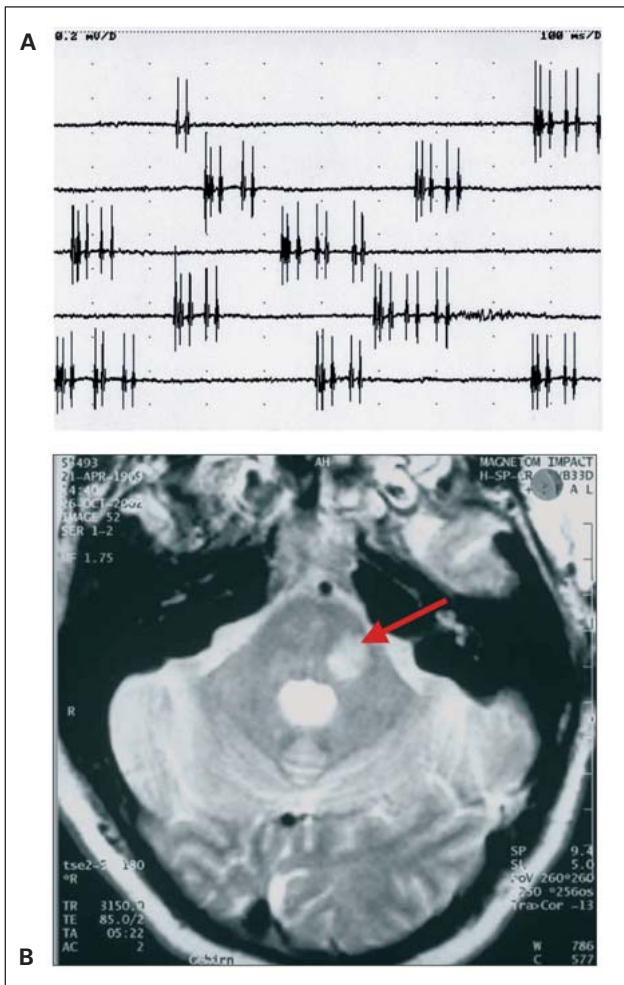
Fazialis-Myokymie. (a) Ableitung mit konzentrischer Nadel-elektrode aus dem M. orbicularis oris links. Auftreten spontaner Entladungsserien (Doublets, Multiplets). (b) MRT: Demyelinisierungsherd im Kleinhirnbrückenstiel im Verlauf des intramedullären N. facialis links.
